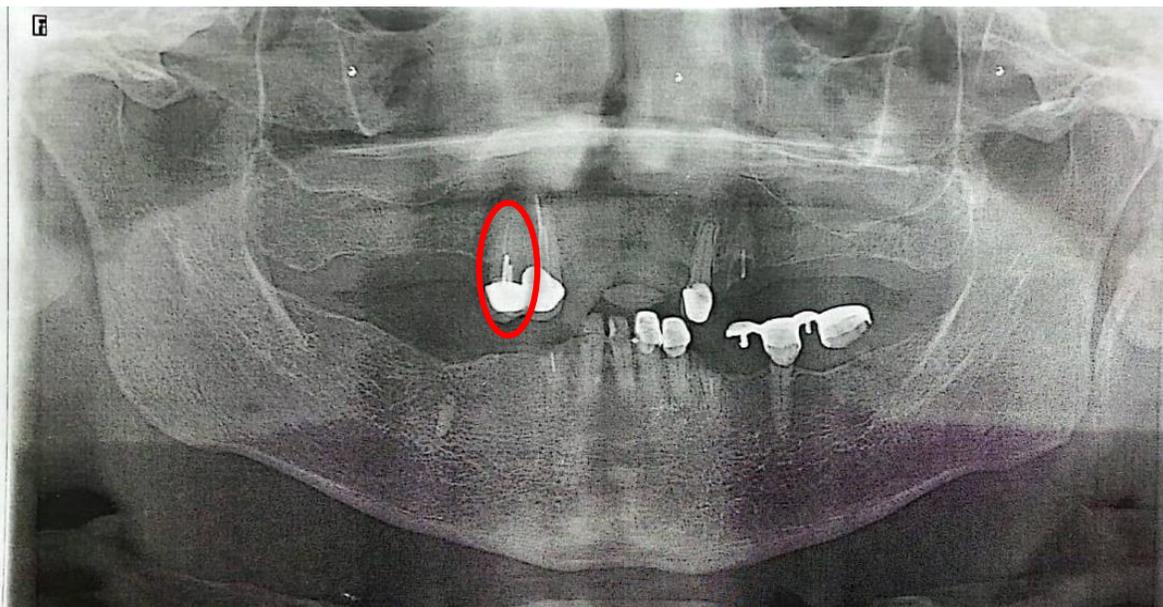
Radiografía panorámica final del exp. 78777, con tratamiento endodóntico en la pieza dental #15, colocación de 2 postes de fibra de vidrio, reconstrucción de muñón con resina dual y previa corona de metal- porcelana. Presencia de 2 provisionales deacrílico en las piezas dentales #32 y #33, coronas de metal-porcelana en las piezas dentales #14 (con endodoncia), #23 (Sin endodoncia).
